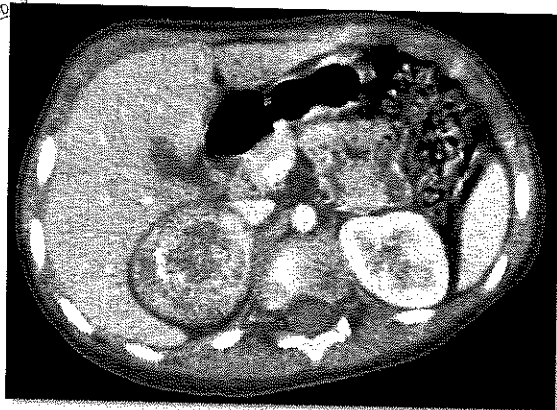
Tomografía de abdomen. Masa suprarrenal derecha con presencia de calcificaciones compatible con neuroblastoma
